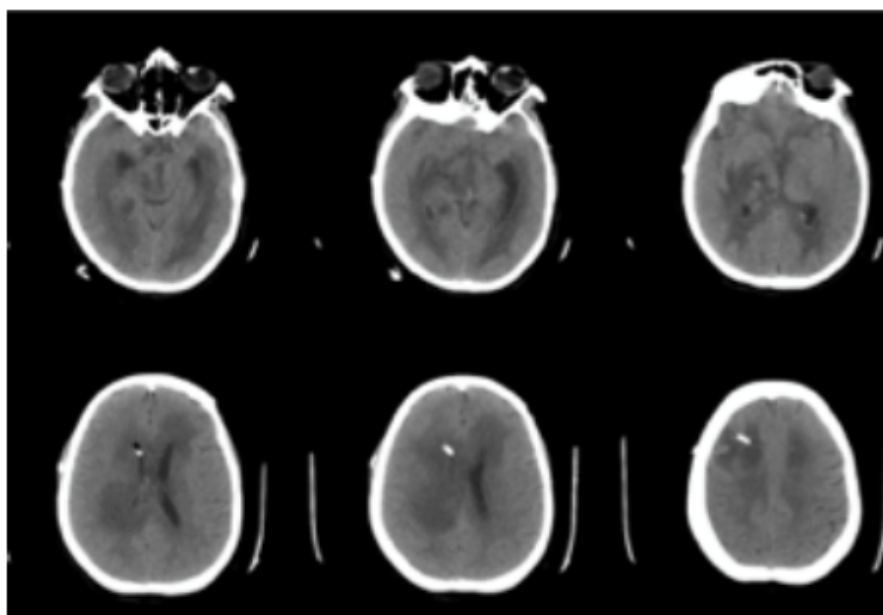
TAC cerebral post colocación de derivación ventrículo-peritoneal derecha
